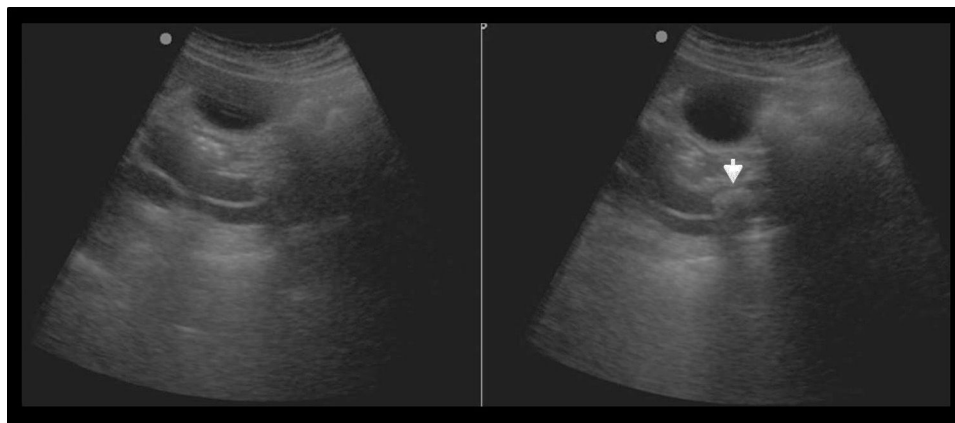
Ecografía abdominal por dolor e ictericia demuestra una dilatación de la vía biliar condicionada por una litiasis en el colédoco distal (flecha).
